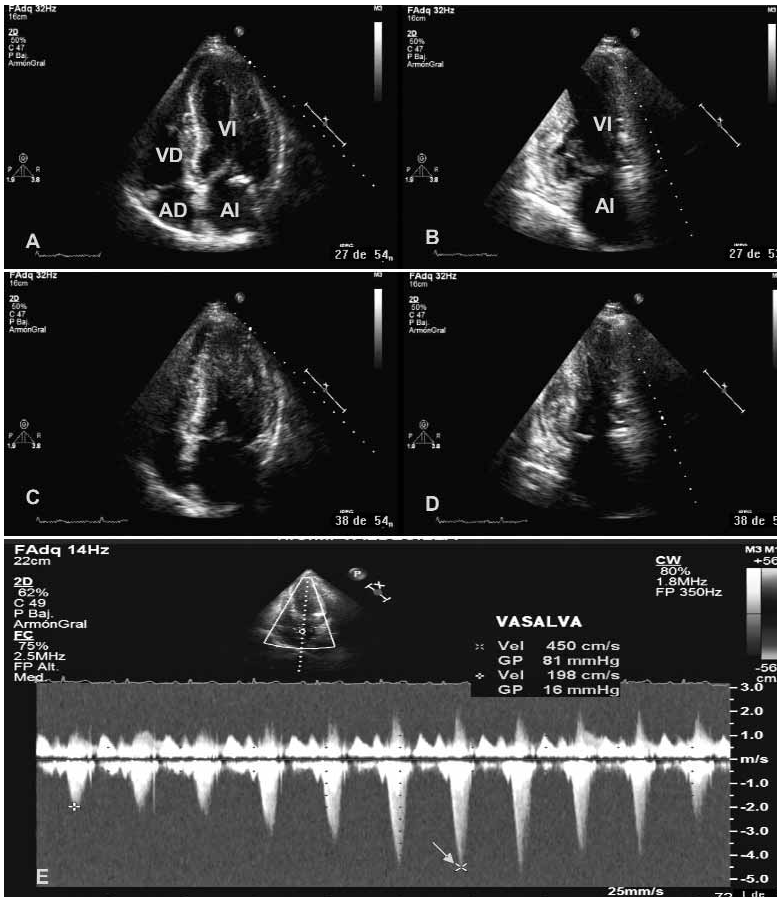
Proyecciones apicales 4 y 2 cámaras de un paciente hipertenso de larga evolución con una hipertrofia concéntrica moderada-severa. La utilización de inotrópicos en el contexto de un cuadro séptico ha provocado un colapso sistólico de la cavidad ventricular y un gradiente dinámico a nivel del TSVI que condiciona una obstrucción severa al flujo, como se puede apreciar en el registro Doppler (flecha). A: *proyección apical 4 cámaras en diástole*; B: *proyección apical 2 cámaras en diástole*; C: *proyección apical 4 cámaras en sístole*; D: *proyección apical 2 cámaras en sístole*. E: *registro Doppler continuo a nivel del tracto de salida del ventrículo izquierdo*; VI: *ventrículo izquierdo*; VD: *ventrículo derecho*; AI: *aurícula izquierda*; AD: *aurícula derecha*.
